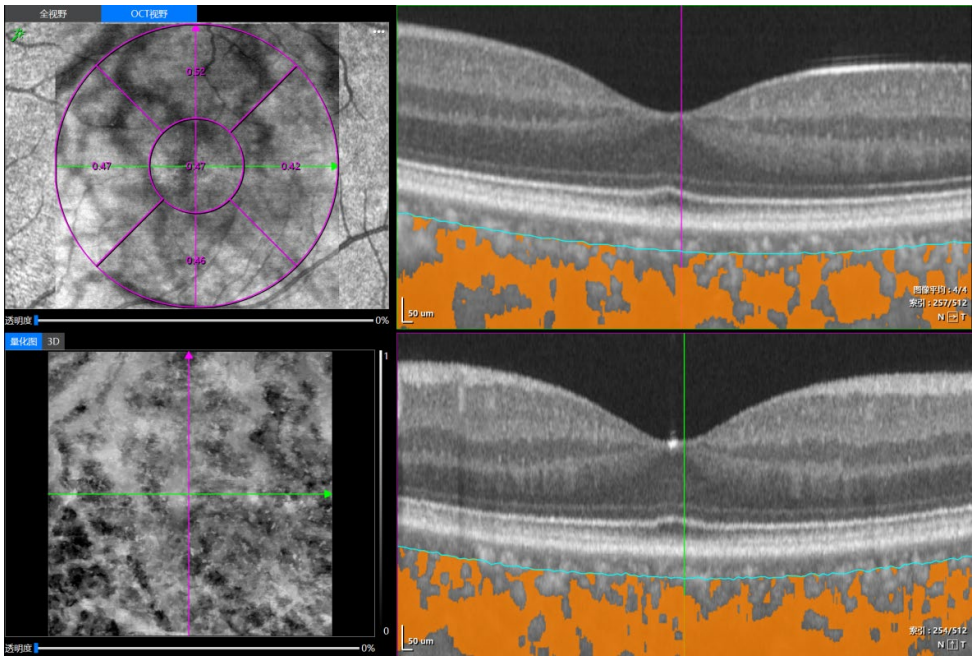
Angio 3 mm × 3 mm (512 × 512) mode macular CT, CVV, CVI
